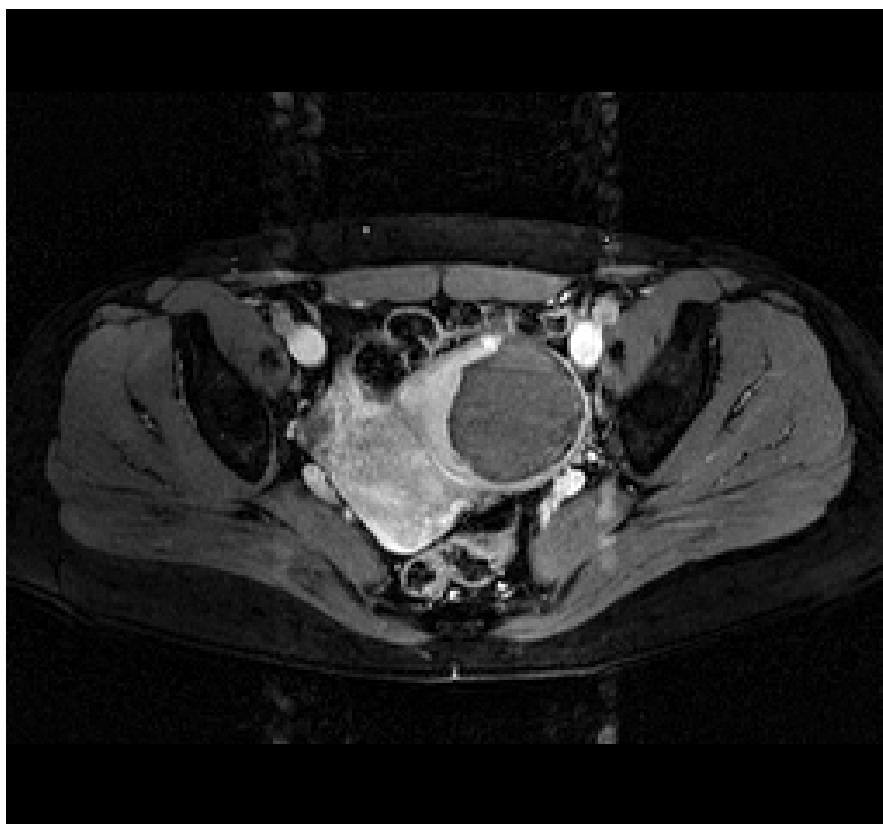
Крупный узел миомы после абляции (МРТ). Накопление контраста в узле полностью. Линия демаркации зоны некроза очень четкая.
